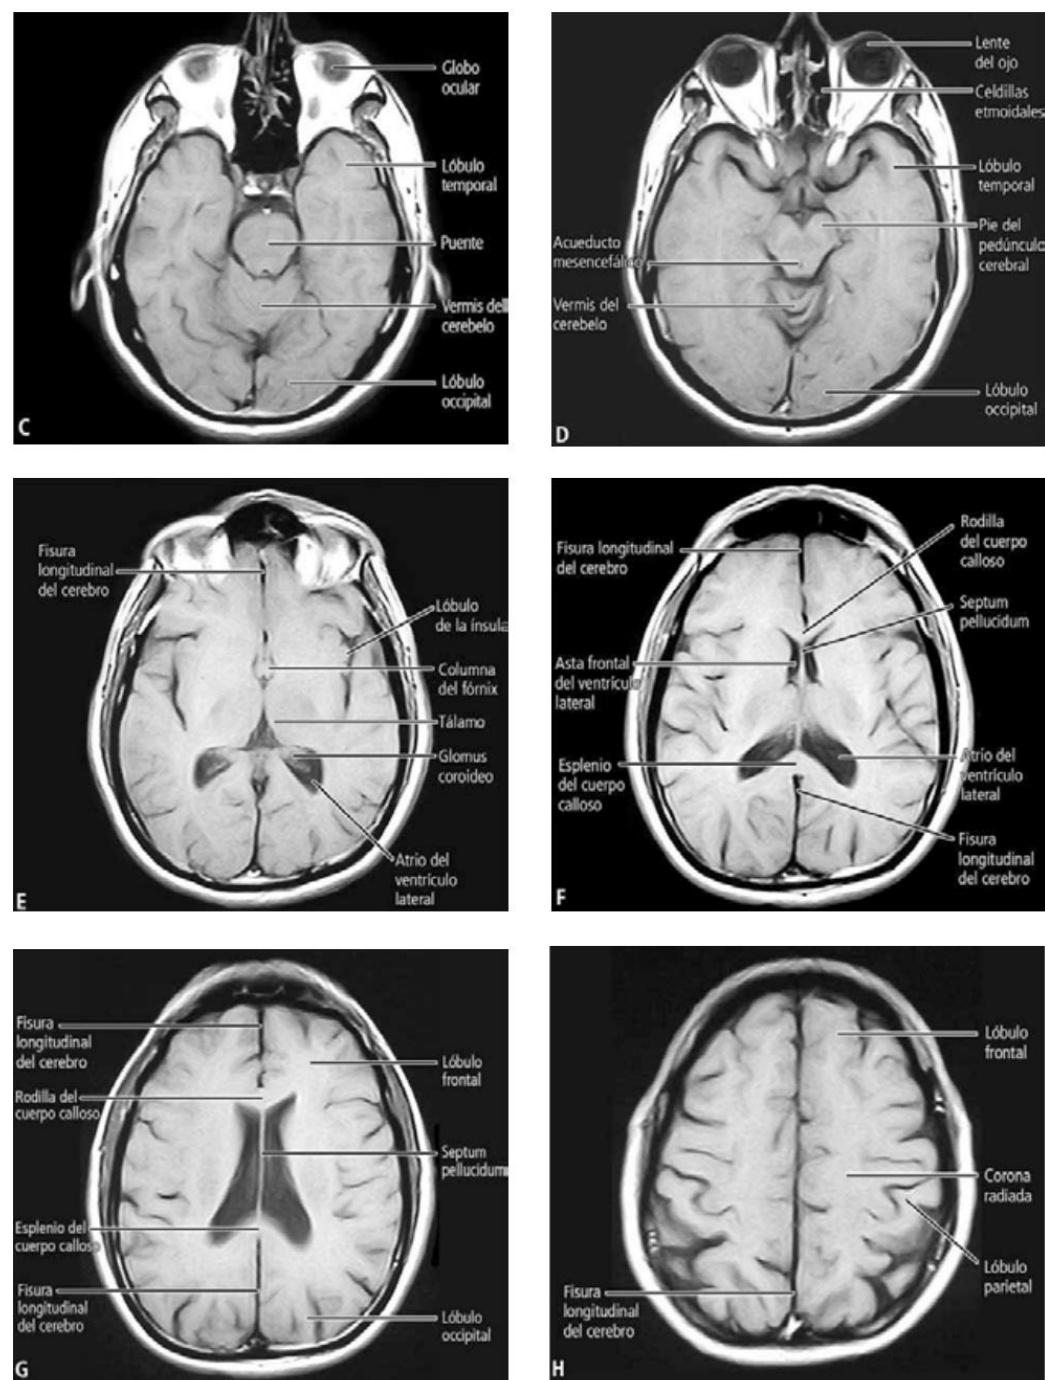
Imágenes de resonancia magnética. Cortes horizontales (axiales) del encéfalo en T1, ordenados en secuencia ascendente desde A hasta H; C. Nivel pontino alto; D. Nivel mesencefálico alto; E. Nivel talámico bajo; F. Nivel talámico alto; G. Nivel de la porción central del ventrículo lateral; H. Nivel de la corona radiada.
